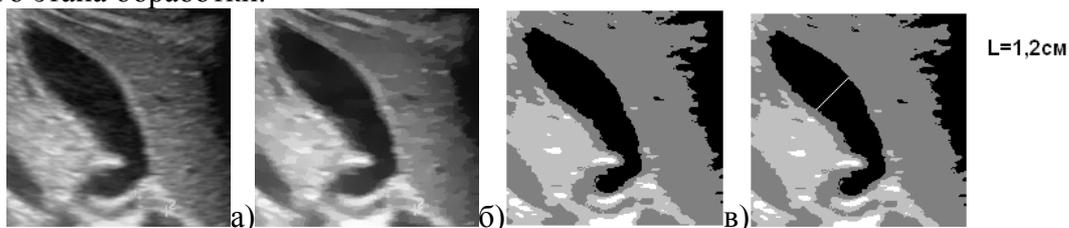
Этапы оценивания геометрических параметров УЗИ-изображения желчного пузыря: а) входящее изображение, б) фильтрованное изображение, в) сегментированное изображение, г) сегментированное изображение с выделенными размерами
